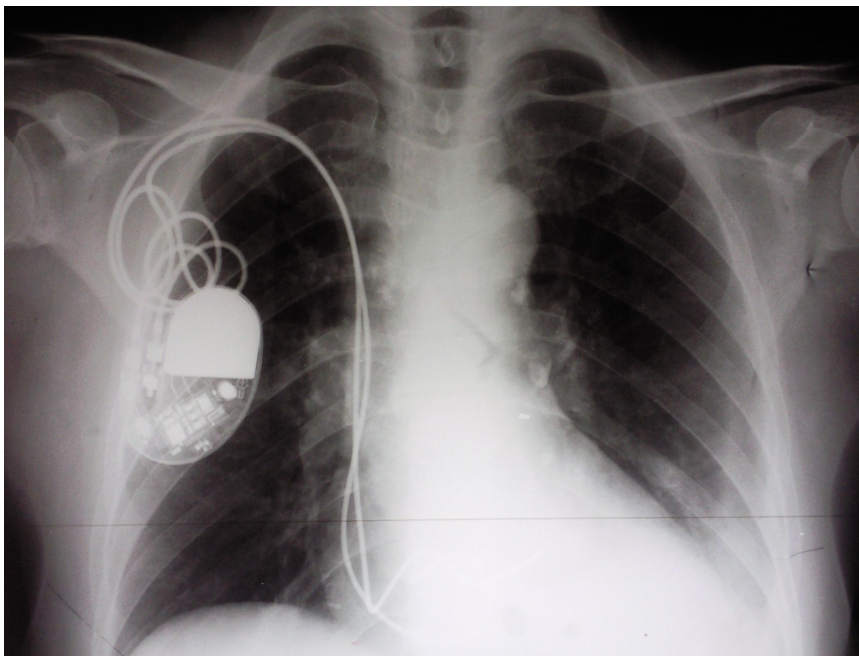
radiographie du poumon du cas N°6
